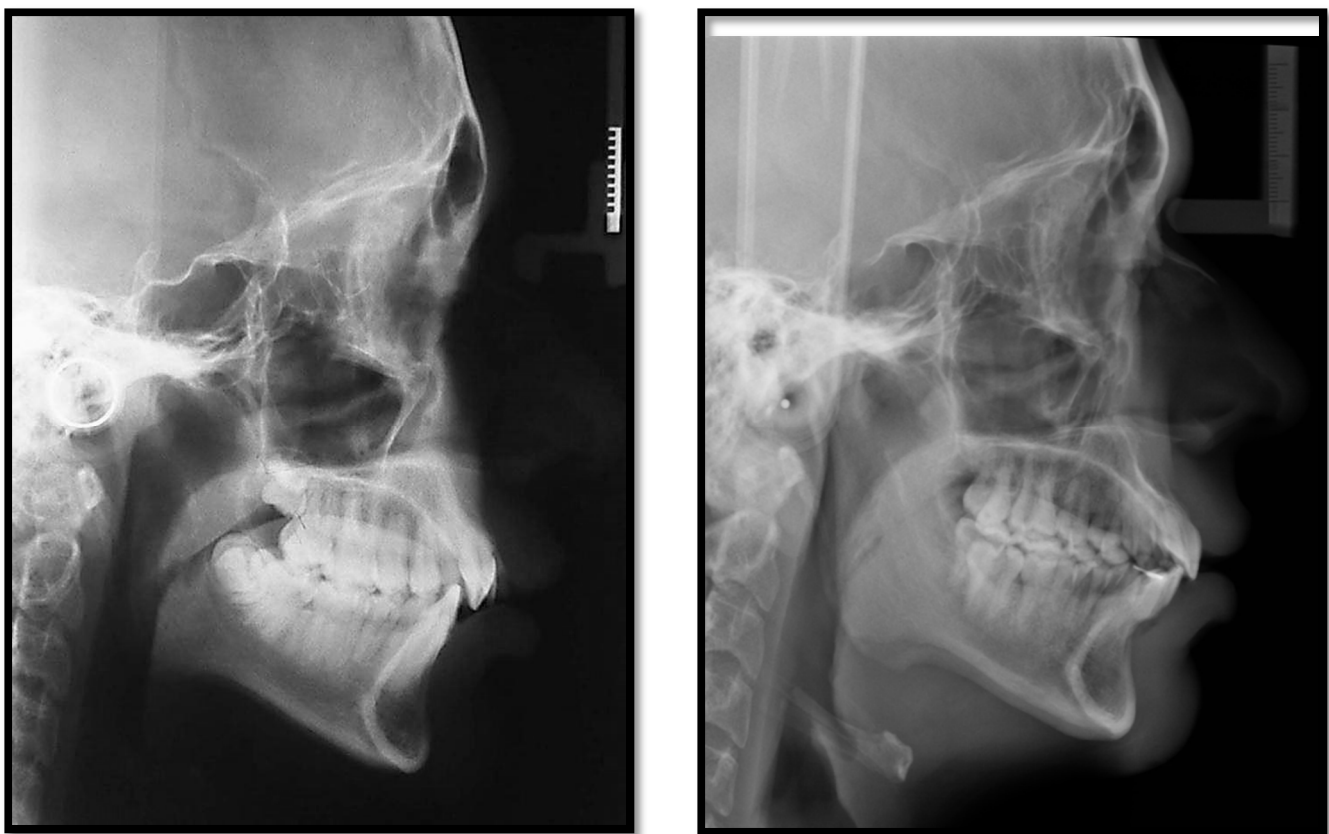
Comparación radiografías cefalométricas inicial y final.
